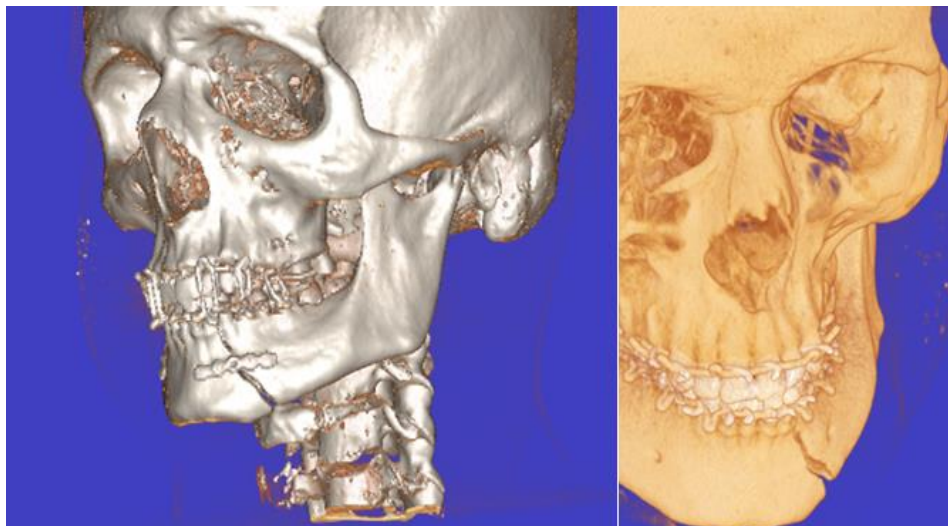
КТ пацієнта І., 46 р., і/хв. №10452 після оперативного втручання
